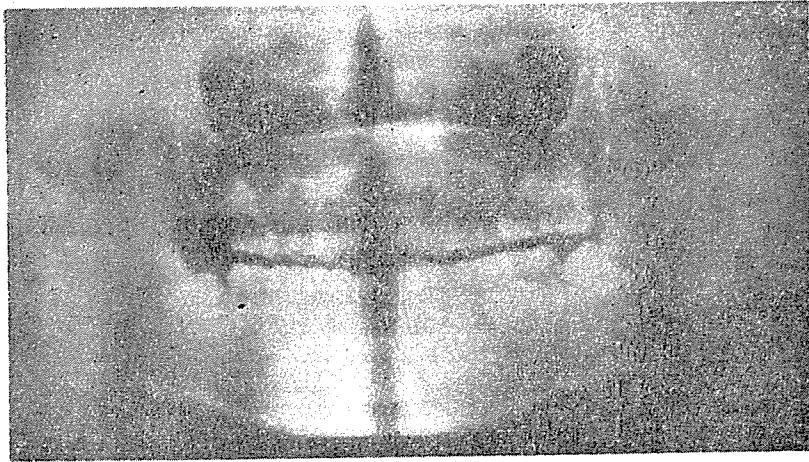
上顎洞 및 下顎關節 特殊攝影에 의한 Orthopantomogram.
